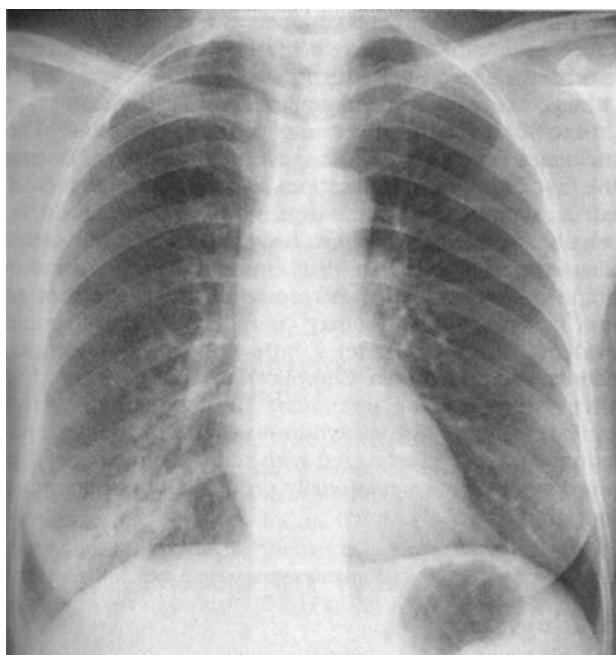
Posteroanterior chest radiograph of a 48 year-old patient with *Mycoplasma bronchiolitis* and bronchopneumonia showing poorly defined nodular opacities and foci of consolidation in the right lower lobe.
